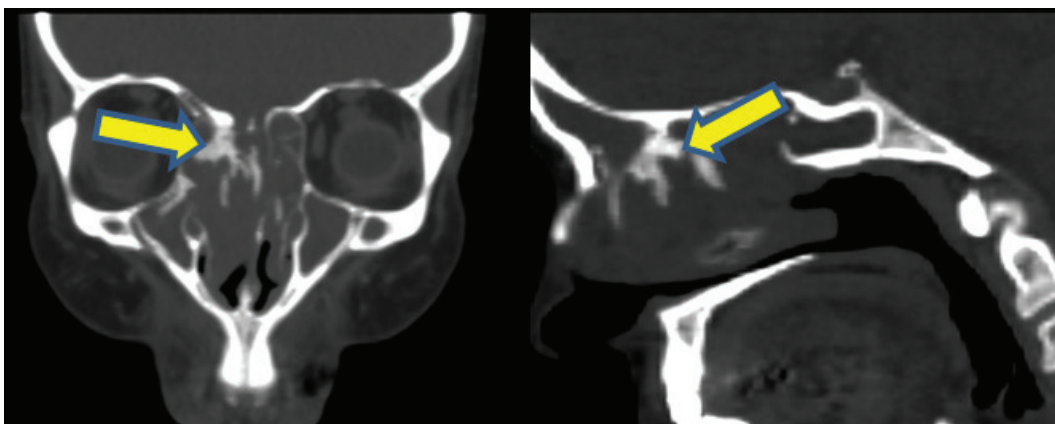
CT of patient K. (55 years old) with an IP of the right ethmoid. Coronal and sagittal view. The yellow arrows indicate the zone of hyperostosis, the site of attachment of the tumor
